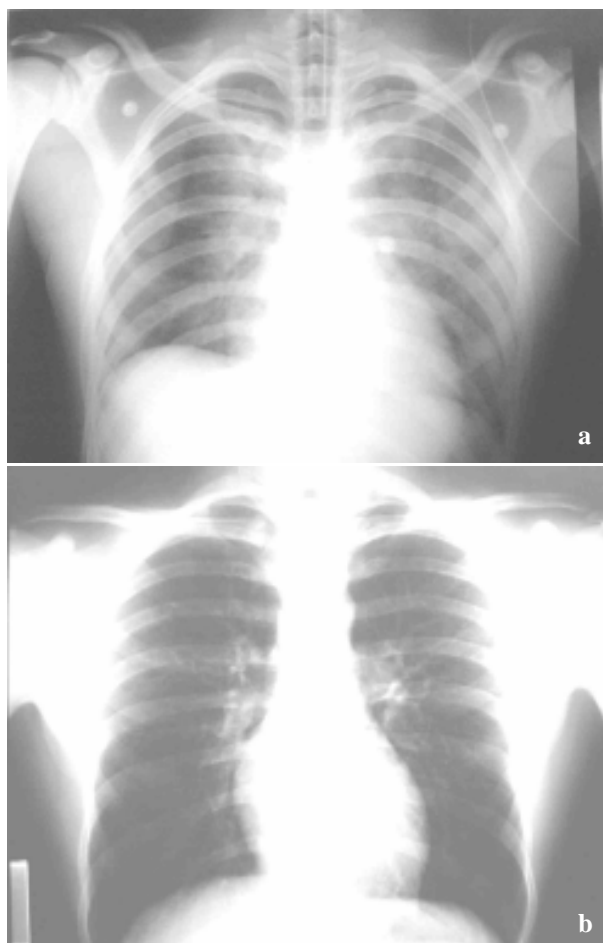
a. Radiografía de tórax tomada al ingreso b. Veinticuatro horas después.
